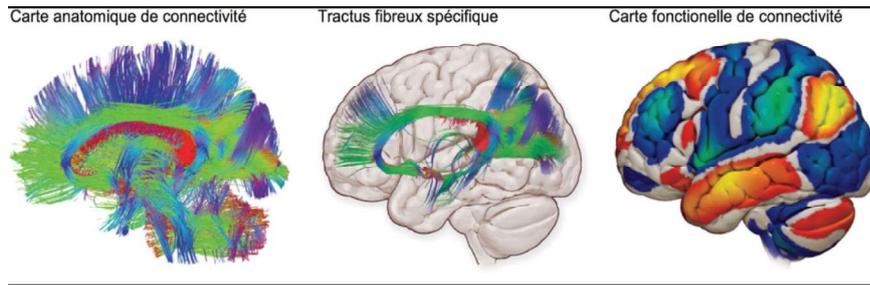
Exemple d'image en IRM par tenseur de diffusion des connectivités neuronales pendant l'hypnose (d'après Spiegel) (9)
